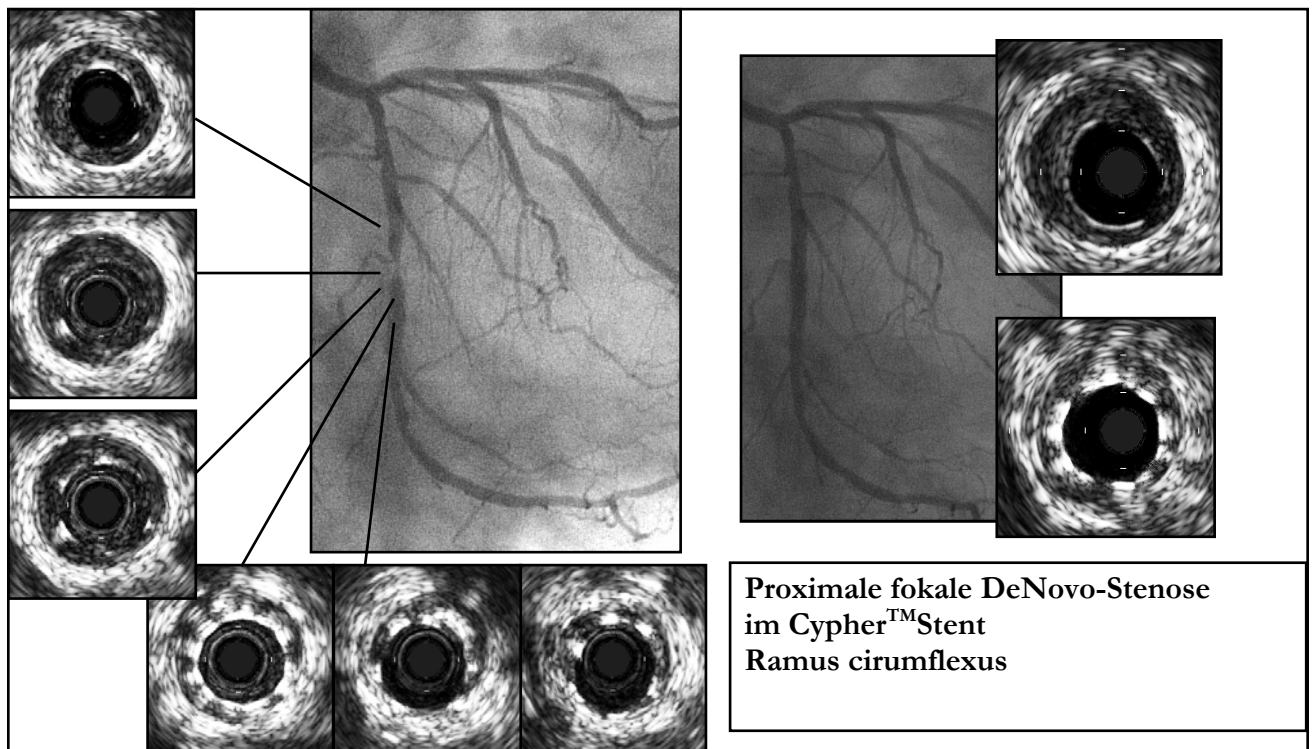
Angio- und sonographische Darstellung eines proximalen Stentrezidivs
